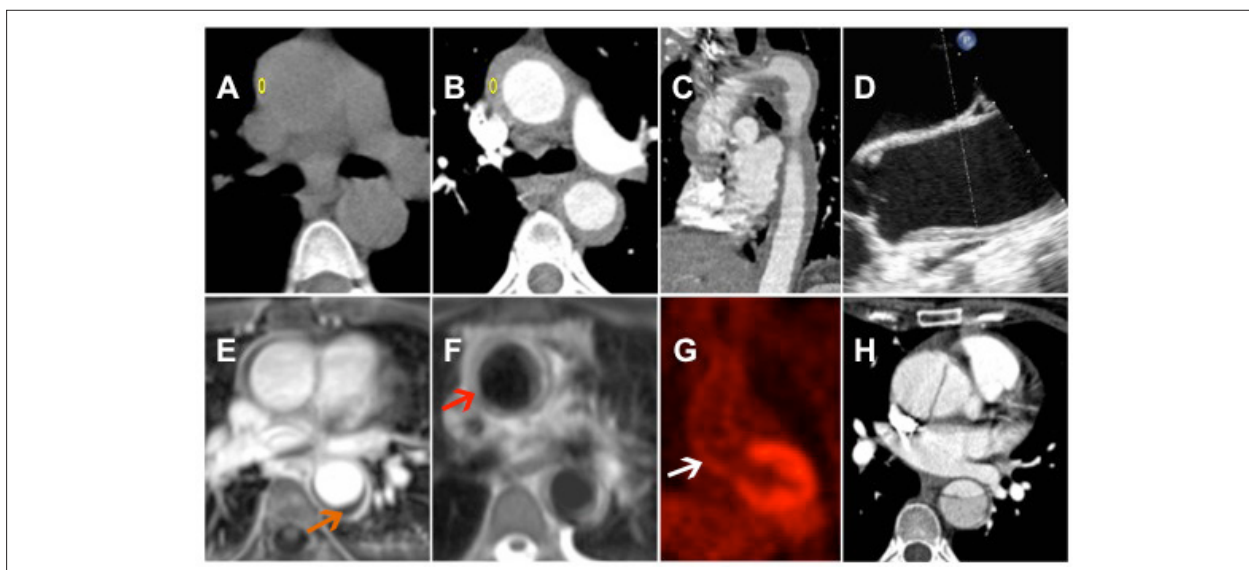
A) Tomografia computadorizada sem contraste mostrando baixa atenuação do espessamento mural concêntrico da aorta torácica e abdominal (43 HU). B e C) Angiotomografia computadorizada revelando aumento da atenuação do espessamento mural da aorta torácica e abdominal (73 HU). D) Ecocardiograma transesofágico apresentando espessamento da aorta torácica após os seios de Valsalva. E e F) Ressonância magnética cardiovascular demonstrando que o espessamento mural foi hipointenso nas imagens ponderadas em T1 (E, seta laranja) e hiperintenso nas imagens ponderadas em T2 (F, seta vermelha), compatível com aortite. G) Tomografia por Emissão de pósitrons após quinze dias de terapia com esteroides, mostrando discreta captação do traçador na aorta torácica (seta branca). H) Angiotomografia computadorizada revelando dissecção aórtica tipo A seis semanas após o diagnóstico inicial de arterite de Takayasu.
